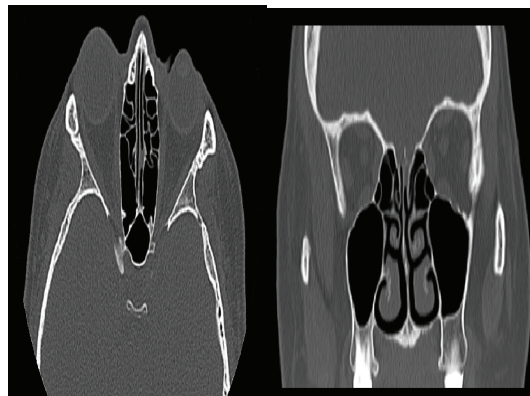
Tomografía de nariz y SPN Corte axial y coronal evidenciando defecto óseo de la lámina cribosa
